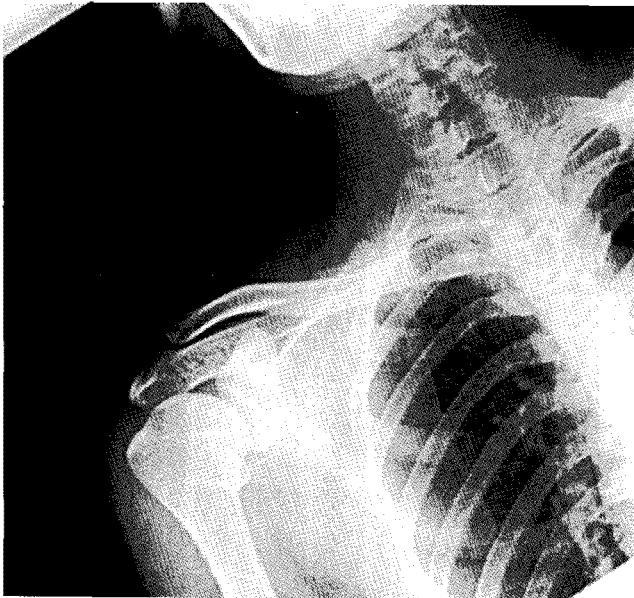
Preoperative radiograph of the right shoulder. The radiograph shows an abnormal appearance of lesser tuberosity (arrow).
